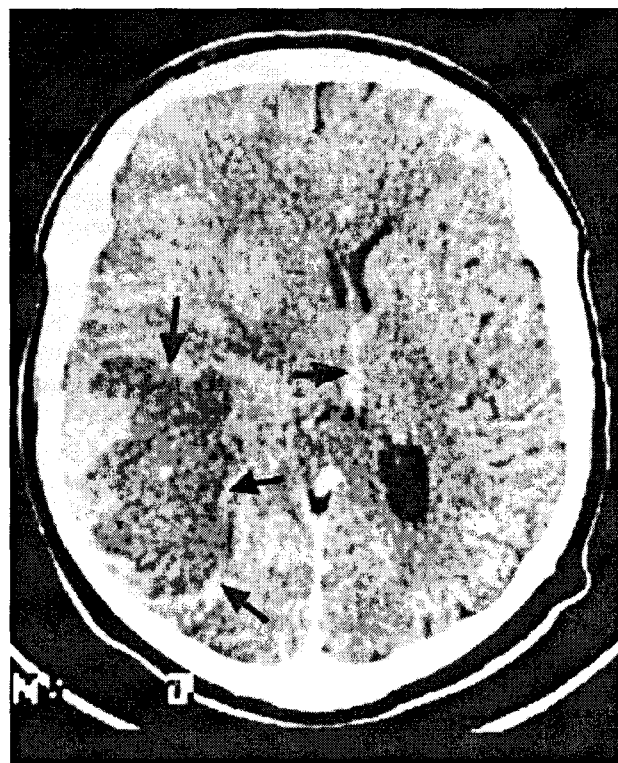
CT-scan: tumoră gigantă chistică temporo-parietală dreaptă cu necroză centrală cu deplasarea formațiunilor liniei mediane.
